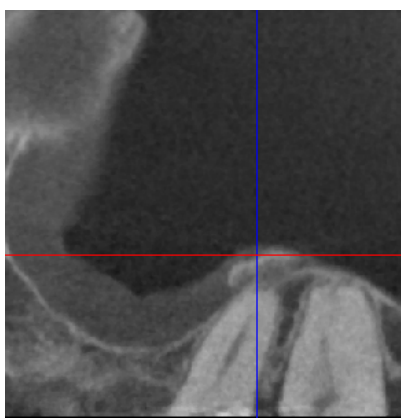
« cone beam » mettant en évidence un pseudo kyste du bas fond sinusien avec son angle de raccordement
